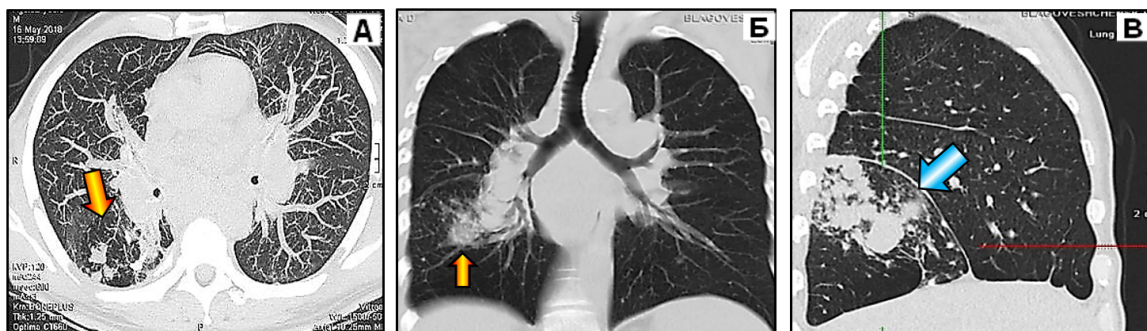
МСКТ органов грудной клетки пациента К. А и Б – первичное исследование. А – аксиальный срез в режиме максимальной интенсивности и легочного электронного окна. В нижней доле правого легкого, помимо увеличенных бронхопульмональных лимфоузлов определяются сгруппированные очаговые уплотнения на фоне «воздушной ловушки» (отмечено стрелкой). Б – МПР во фронтальной плоскости, мягкотканное электронное окно. Определяется медиастинальная лимфаденопатия и очаговое уплотнение в нижней доле правого лёгкого (отмечено стрелкой). Нижнедолевой бронх справа сужен. В – повторное исследование. МПР в правой боковой проекции, мягкотканное электронное окно. Нижняя доля правого лёгкого уменьшена в размерах. В верхнем сегменте нижней доли правого легкого визуализируются сгруппированные центрилобулярные и акцинарные очаги различных размеров (отмечены стрелкой), интерстициальные изменения лёгочной ткани и утолщение междолевой борозды.
